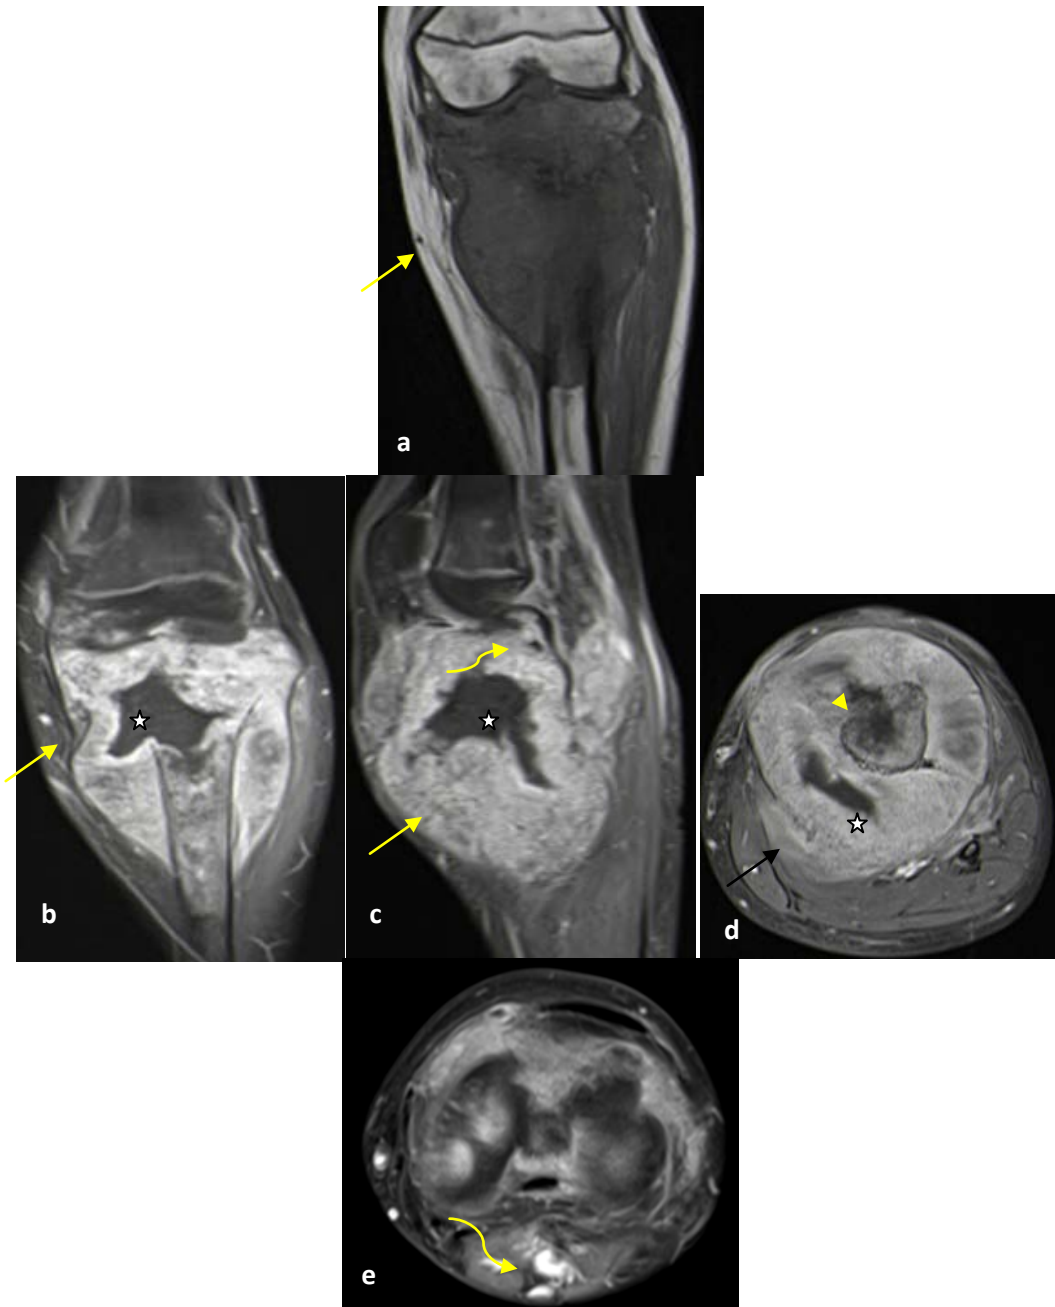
IRM du tibia gauche en séquences pondérés T1 coronale sans (a) et après injection de PDC (coupes coronale, sagittale et axiale) (b,c,d,e): ostéosarcome du tibia gauche chez un adolescent de 13 ans de siège épiphyso-métaphyso-diaphysaire du 1/3 supérieur du tibia gauche de contours flous en hypo signal homogène T1 rehaussé de façon intense et hétérogène après injection de gadolinium (flèche jaune), délimitant une zone de nécrose centrale (étoile) avec rupture corticale (tête de flèche), extension au niveau des parties molles de voisinage (flèche noire), et atteinte vasculaire avec aspect dilaté et thrombosé de la veine poplitée (flèche courbée).
